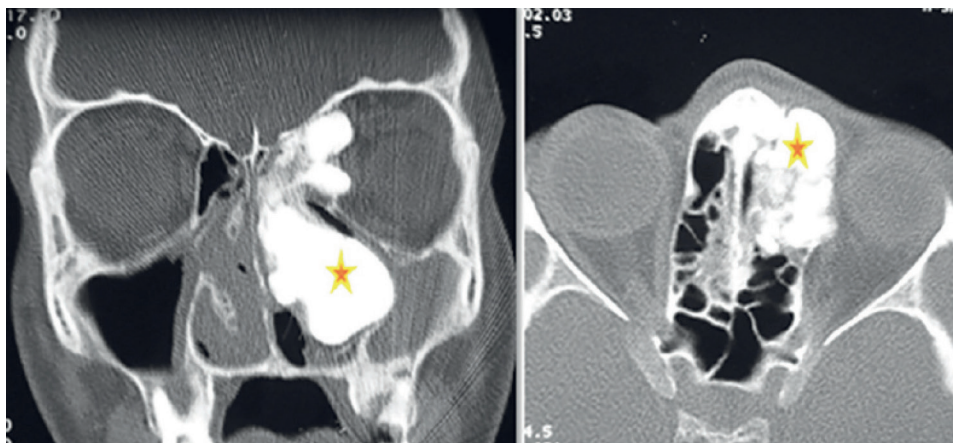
Пациент В., 36 лет. Компьютерная томография (КТ) в коронарной и аксиальной проекциях: крупное костное образование в решетчатой пазухе с распространением в орбиту и в полость носа.
